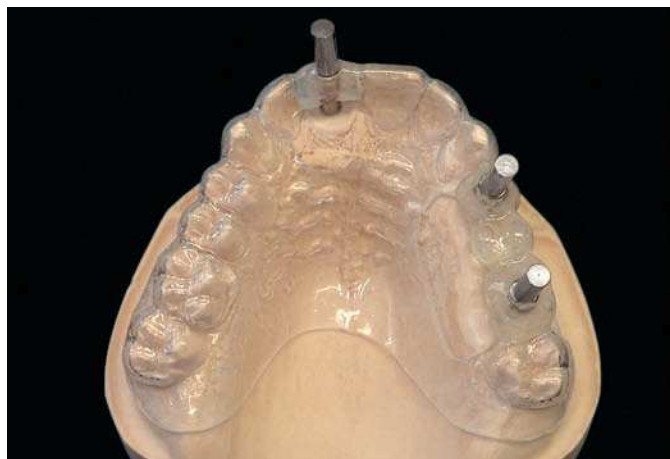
En las posiciones de implante ideales se incrustan postes CT a fin de calcular la cantidad de hueso.
